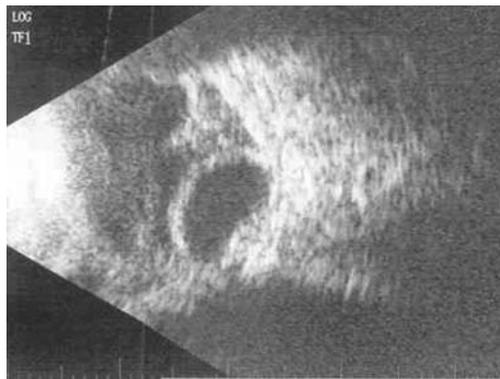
Ecografía que muestra desestructuración del segmento anterior, infiltración vítrea y desprendimiento coroideo.
